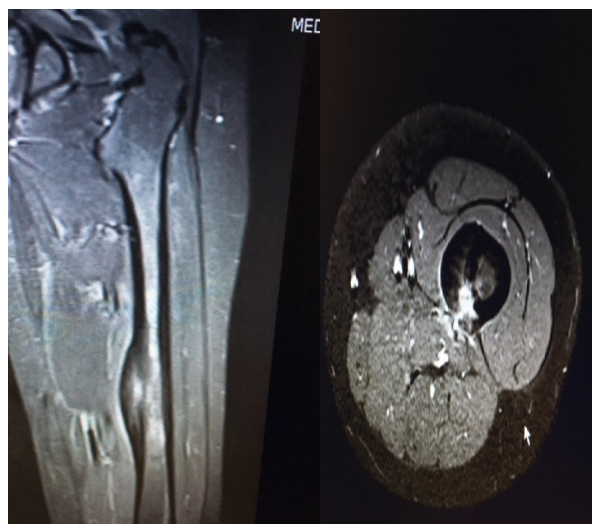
Ressonância magnética nos planos coronal na ponderação T2 com saturação de gordura, e axial na ponderação T1 com saturação de gordura pós-contraste
